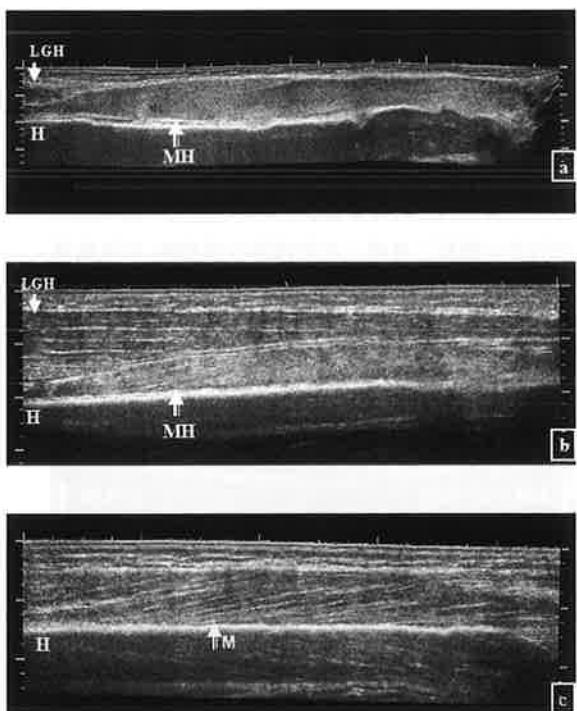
Follow-up sonogram
